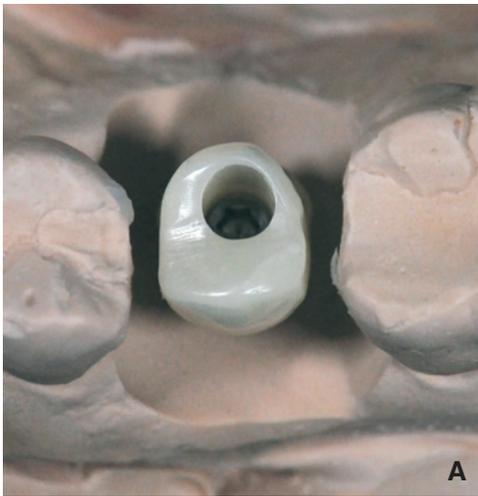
Vérification de la bonne morphologie du pilier zirconium en vue du soutien de la céramique cosmétique lors de la réalisation d'une prothèse monobloc transvissée : contrôle sur le modèle (A) ou radiographie rétroalvéolaire (B).
